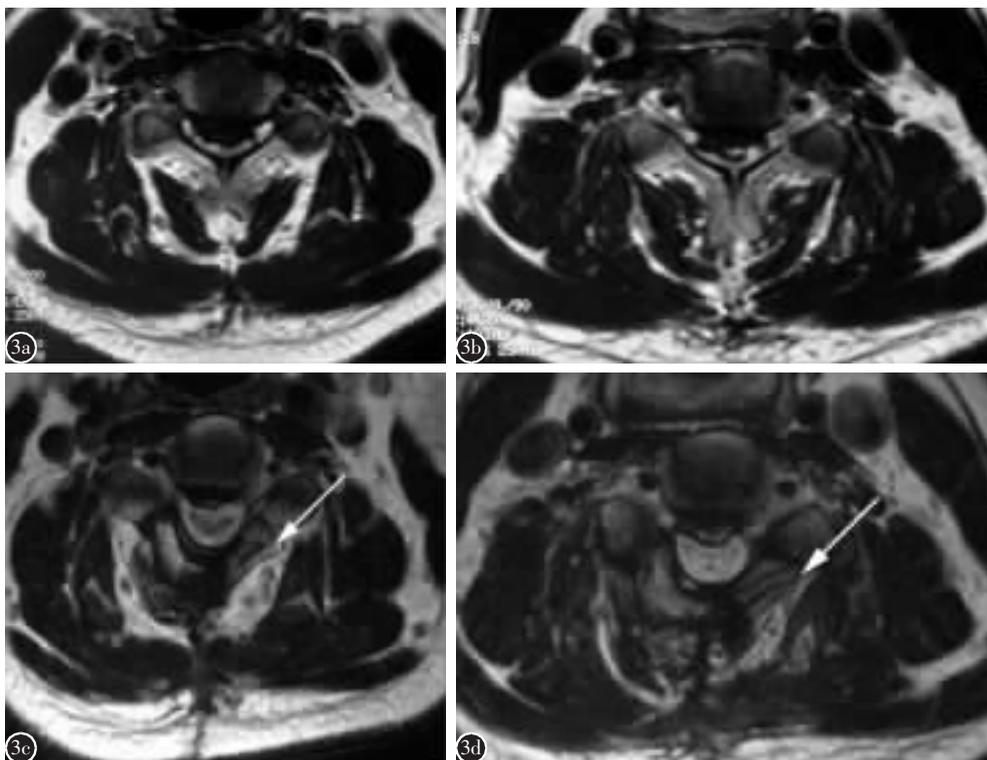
患者男, 57 岁, 术前诊断为脊髓型颈椎病伴后纵韧带骨化, 接受了保留肌肉韧带复合体的单开门椎管扩大椎板成形术(右侧为保留侧) a、b 术前 C3/4、C4/5 椎间盘水平横断位 MRI 示椎管狭窄, 脊髓受压, 双侧椎旁肌肉对称, 形态清晰、饱满 c、d 术后 3 个月随访时 C3/4、C4/5 椎间盘水平横断位 MRI 与术前比较, 可见椎管矢状径扩大, 脊髓向后退让, 左侧(剥离侧)椎旁肌肉出现萎缩, 肌肉排列紊乱(箭头所示); 右侧(保留侧)肌肉形态得到保留
